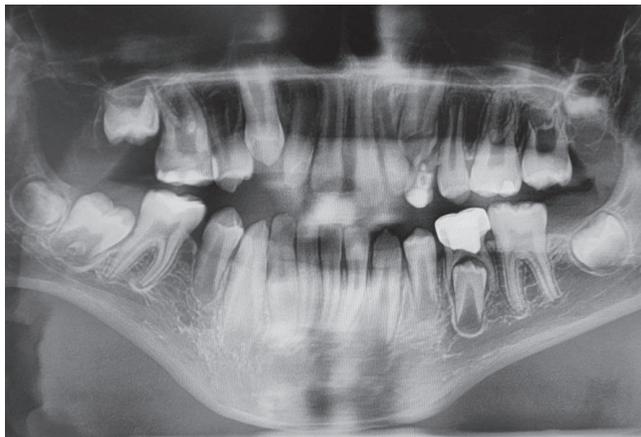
radiographie panoramique trois ans après les soins.
